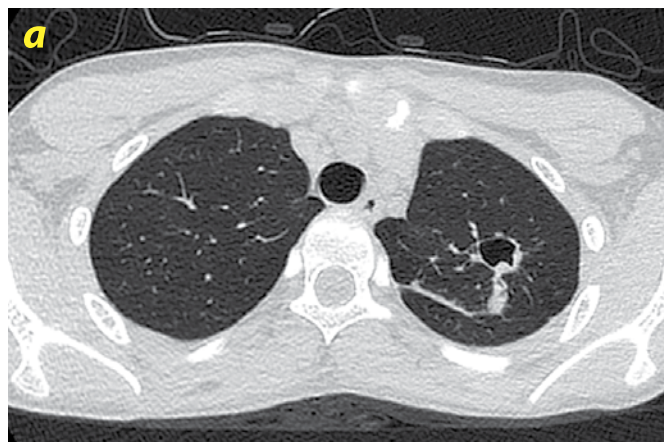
Пациент А., 17 лет, КТ органов грудной клетки через три недели после установки бронхоблокатора: а – срез в аксиальной проекции; б – реконструкция в коронарной проекции
